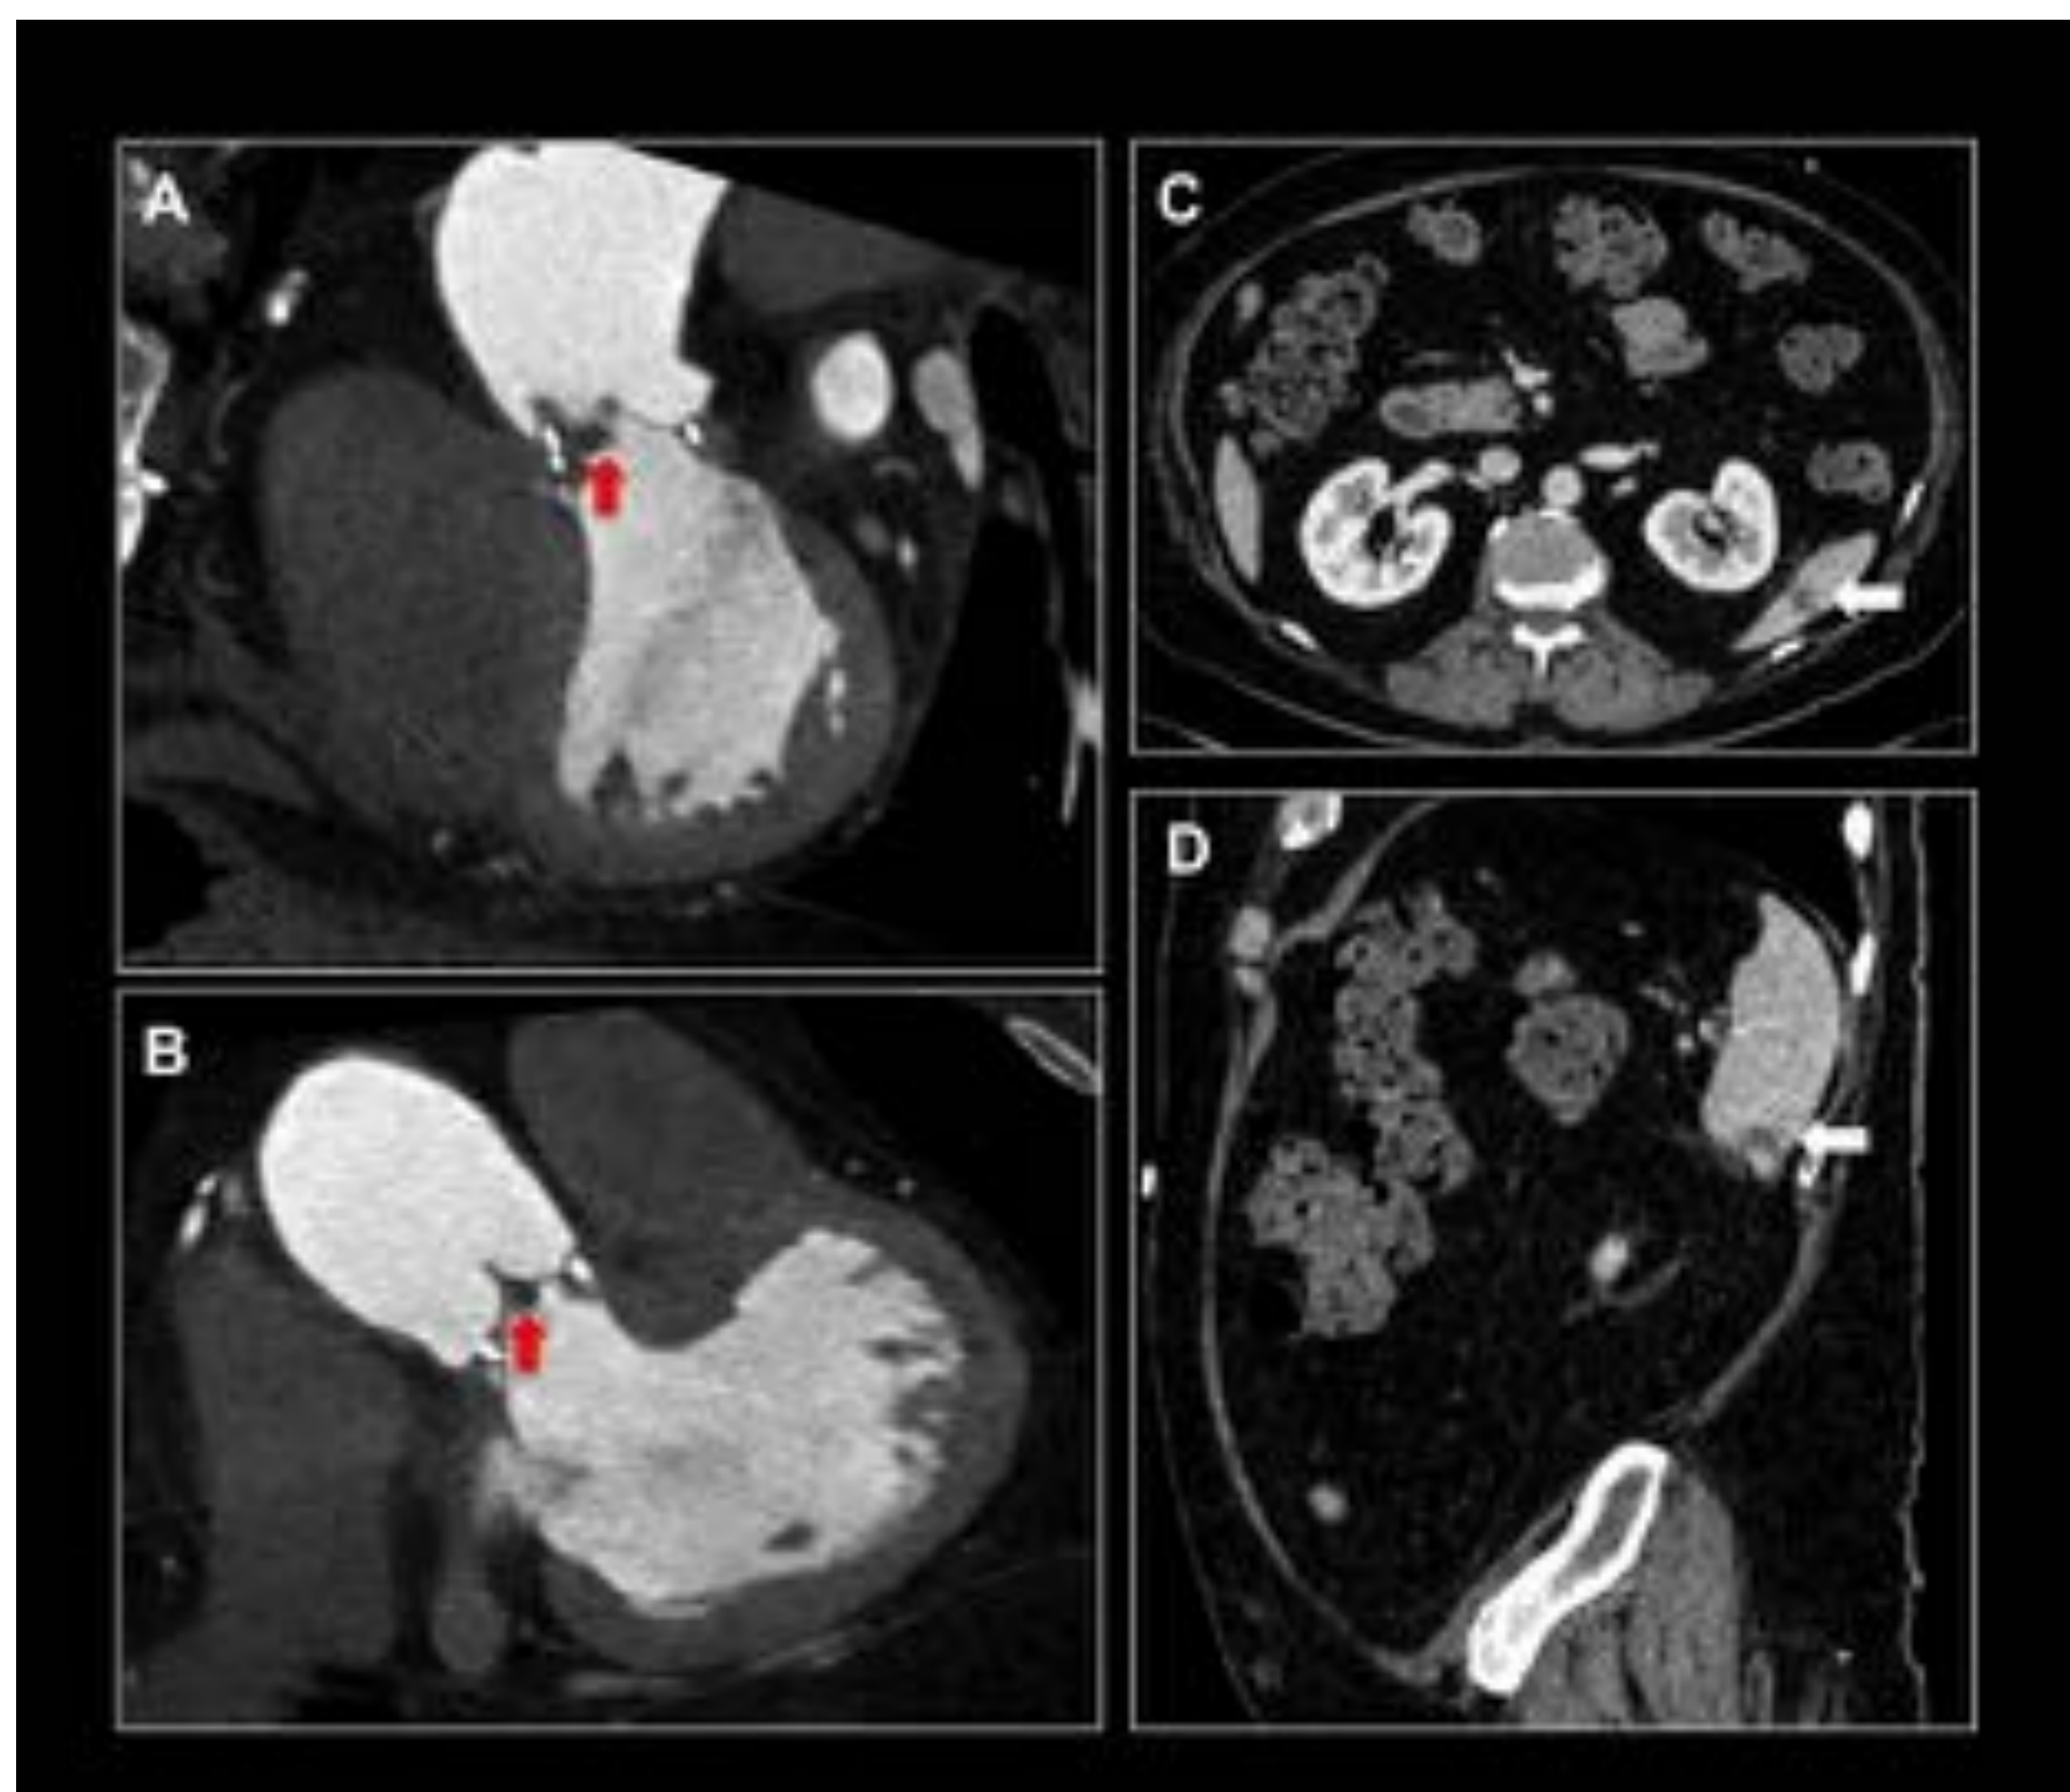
(A, B) MPR TSVI. (C) Axial y sagital (D) TC abdominopélvico CIV. Vegetación en prótesis valvular aórtica biológica (flecha roja) e infarto esplénico (flecha blanca). Hospital Universitario Central de Asturias.
